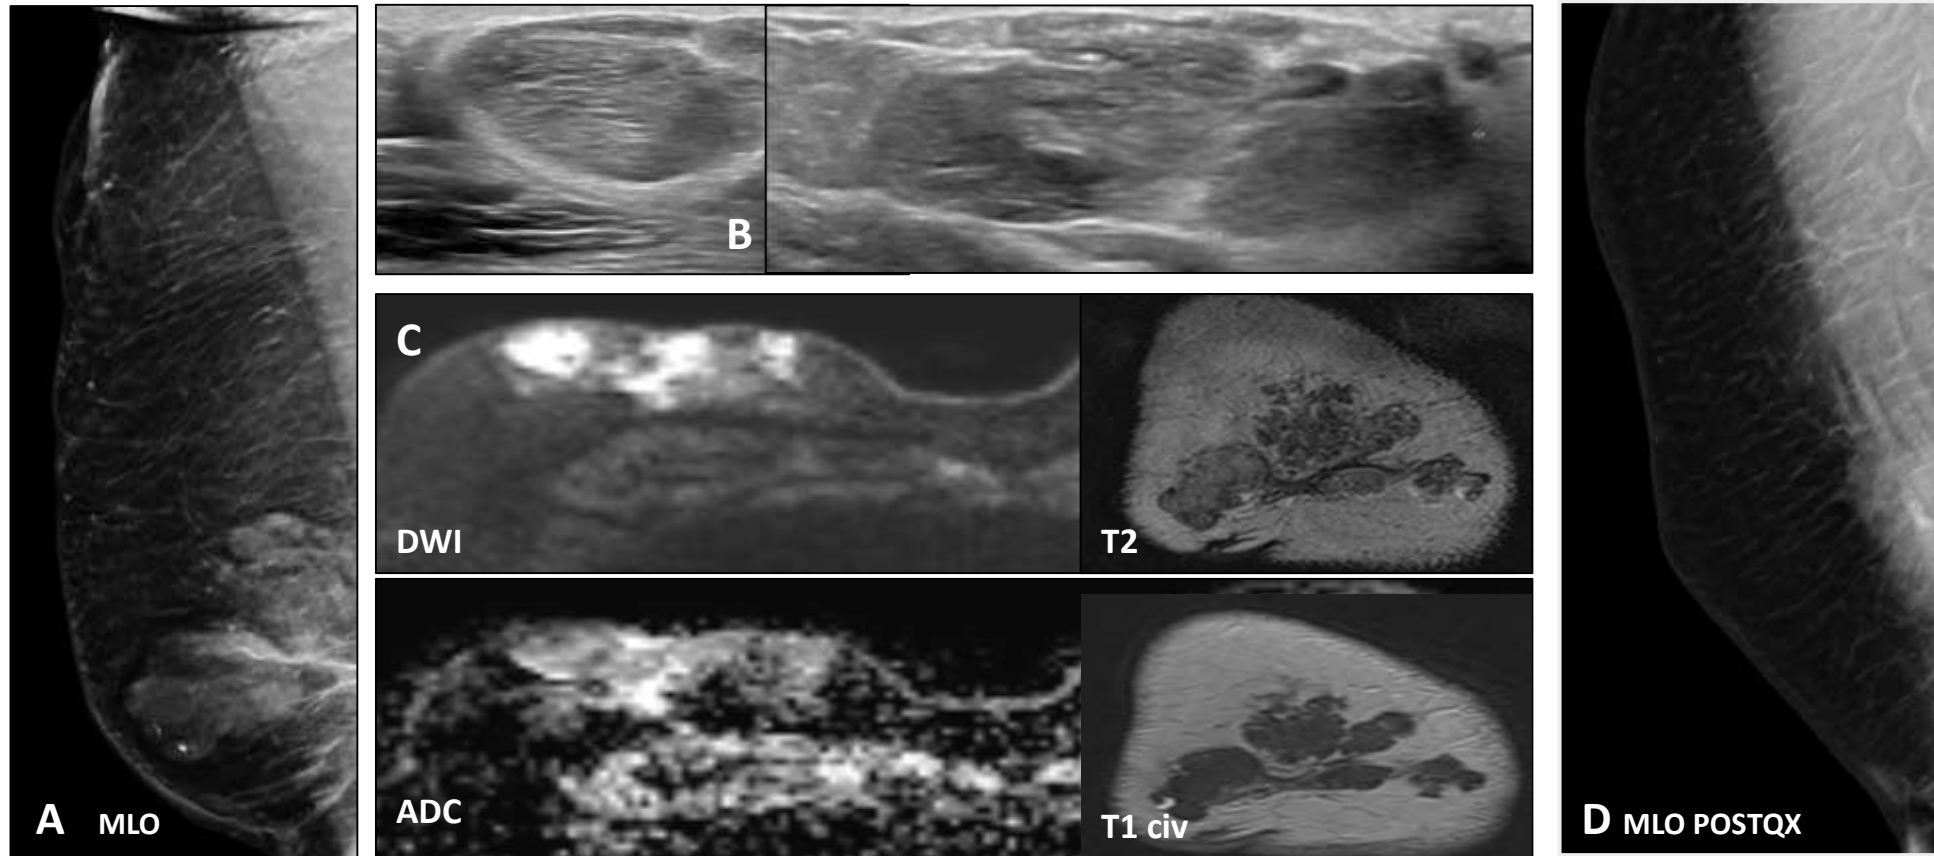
A) Mamografía con tomosíntesis: Paciente varón con lesiones nodulares confluentes en la mama derecha. B) Ecografía mamaria: Múltiples lesiones nodulares sólidas confluentes que se extienden desde la región retroareolar hacia los cuatro cuadrantes, sospechosas de malignidad. C) RM mamaria: Lesiones isointensas en T2 con mínima captación de contraste y marcada restricción en el estudio de difusión (DWI). D) Mamografía con tomosíntesis: Cambios postquirúrgicos tras la extirpación de la lesión mamaria. Tras la biopsia el diagnóstico definitivo fue de hemangioma complejo.
